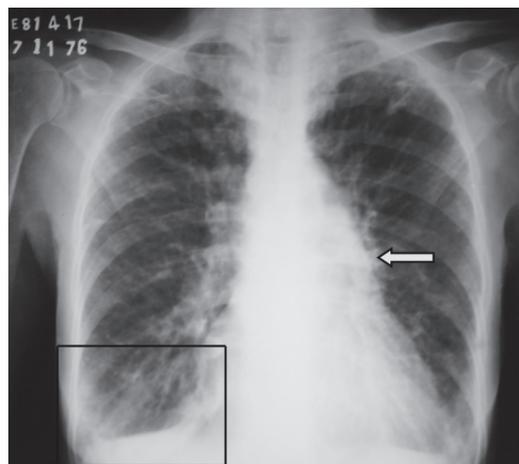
Radiografia simples de tórax de paciente com insuficiência cardíaca descompensada, mostrando infiltrado intersticial com padrão reticular, além de aumento da artéria pulmonar visto à esquerda, e apontada pela seta. A região delimitada pelo quadrado mostra opacidade intersticial e velamento do seio costofrênico.
